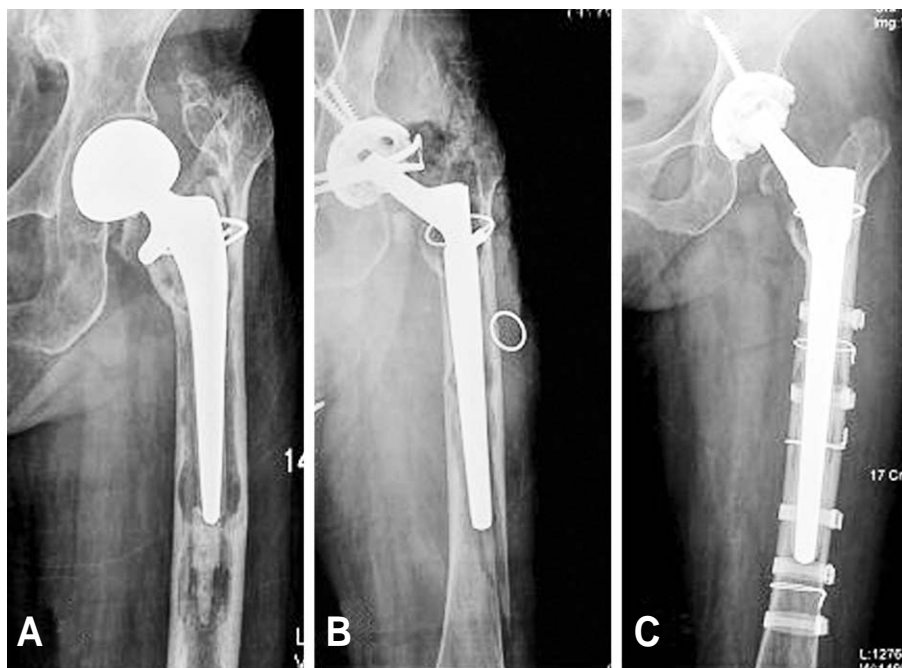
(A) Preoperative radiograph showed loosening of cemented stem and massive osteolysis combined with severe osteopenic femur. (B) Type C3 fracture occurred during insertion of provisional prosthesis intraoperatively. (C) The fracture fixed with wires and bands with uncemented long stem prosthesis was united.
